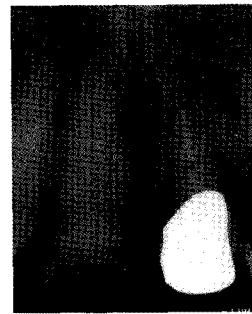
Periapical view after 5months.
